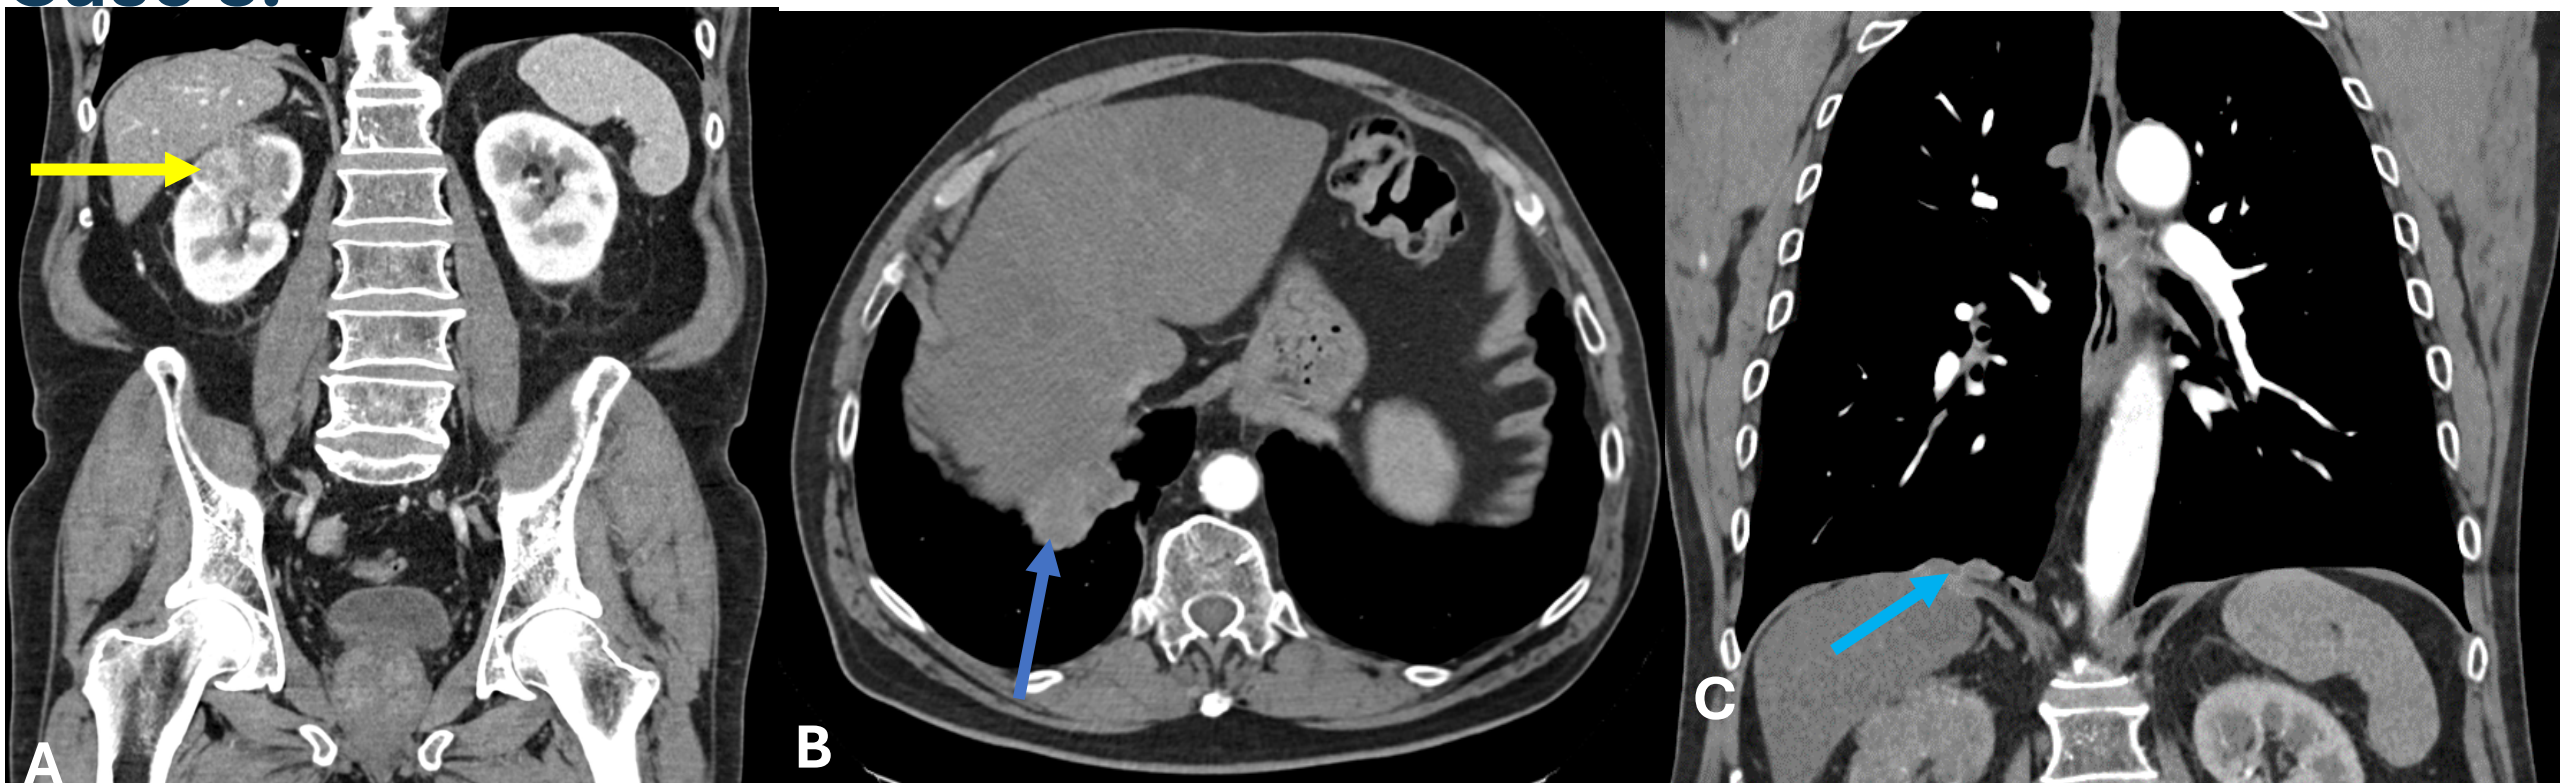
A: Masa sólida localizada a nivel cortical en polo superior de riñón derecho (flecha amarilla), con realce heterogéneo que impresiona de infiltrar al sistema excretor. B y C: masa de localización diafragmática (flecha azul) con captación en el PET (no mostrado) compatible con metástasis.
